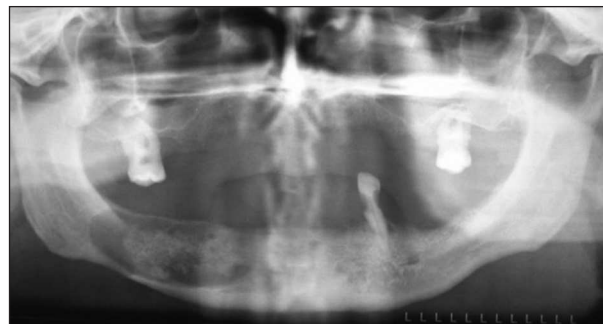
Ortopantomogram šedesátiletého muže. Reziduální cysta těla mandibuly vpravo.
